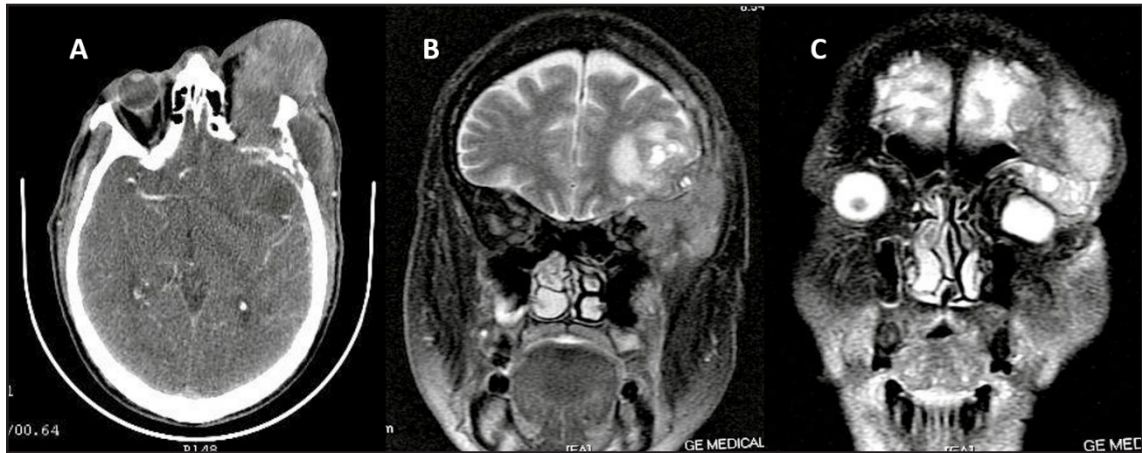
A. TAC simple de cráneo donde se observa clara invasión de masa tumoral bien definida hacia órbita, tejidos blandos y destrucción ósea de la región temporal izquierda. B. Resonancia Magnética Nuclear secuencia T1 muestra masa heterogénea que se extiende a órbita y tejidos blandos de la región temporal. C. Resonancia Magnética Nuclear secuencia T2 se visualiza en corte coronal, lesión hiperintensa, heterogénea ubicada en la órbita supratemporal causando desplazamiento inferior del globo ocular y destrucción ósea fronto cigomática.
